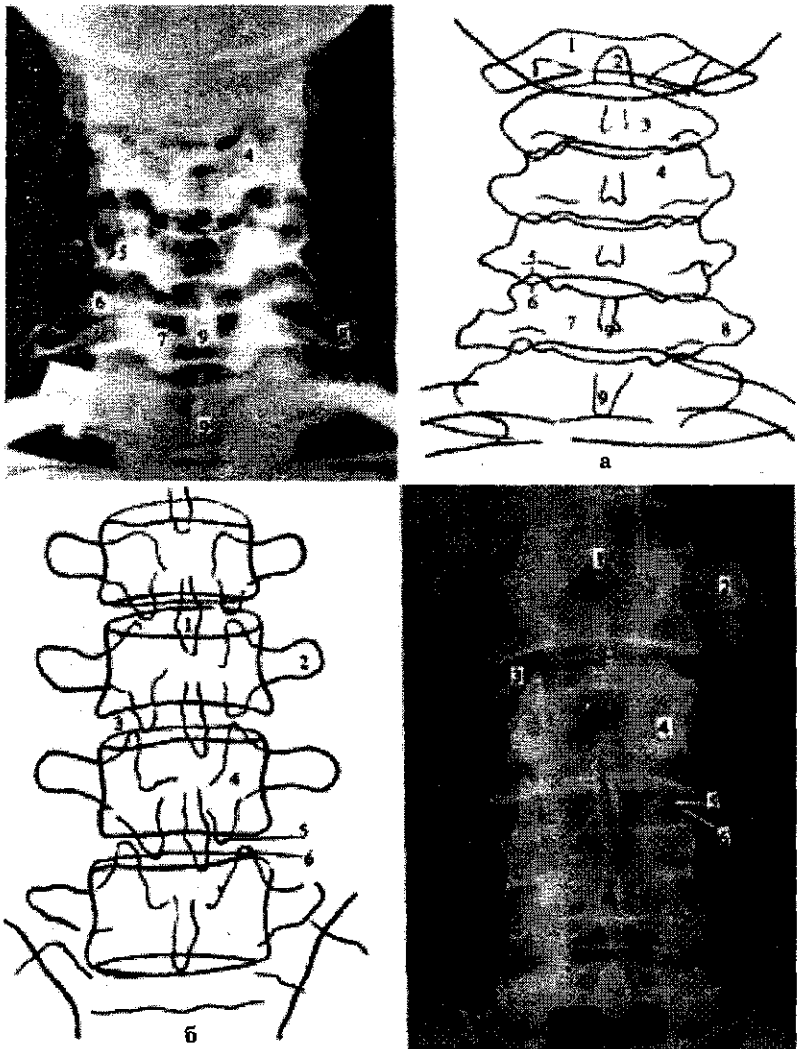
Спондилограми та рентгенанатомічні схеми хребта:
